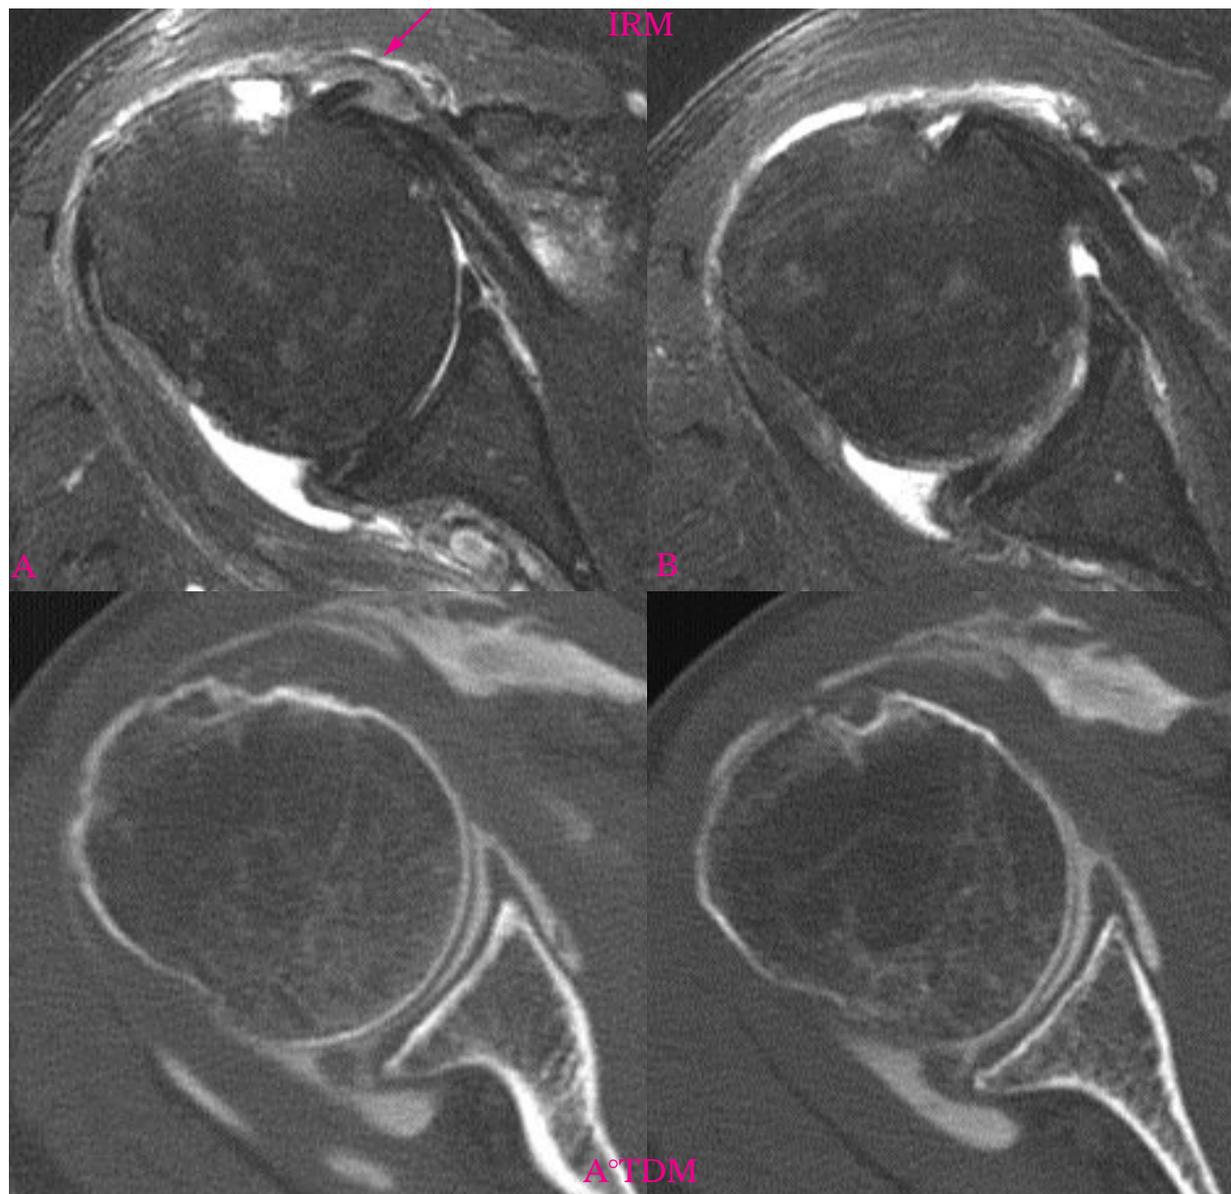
IRM coupes axiales T2 fat Sat et coupes correspondantes de l'arthroscanner réalisé 3 semaines plus tard. A) Fausse image de subluxation de la longue portion du biceps dans un pseudo clivage du sous-scapulaire réalisée par le complexe ligamentaire LGHS/LCH (flèche). La gouttière bicipitale n'est pas formée. B) La longue portion du biceps est en place sur la coupe la plus haute où la gouttière bicipitale est à peine formée. Epanchement de la BSAD en rapport avec une rupture complète du tendon supra-épineux non montrée. L'arthroscanner confirme la bonne position du biceps.
